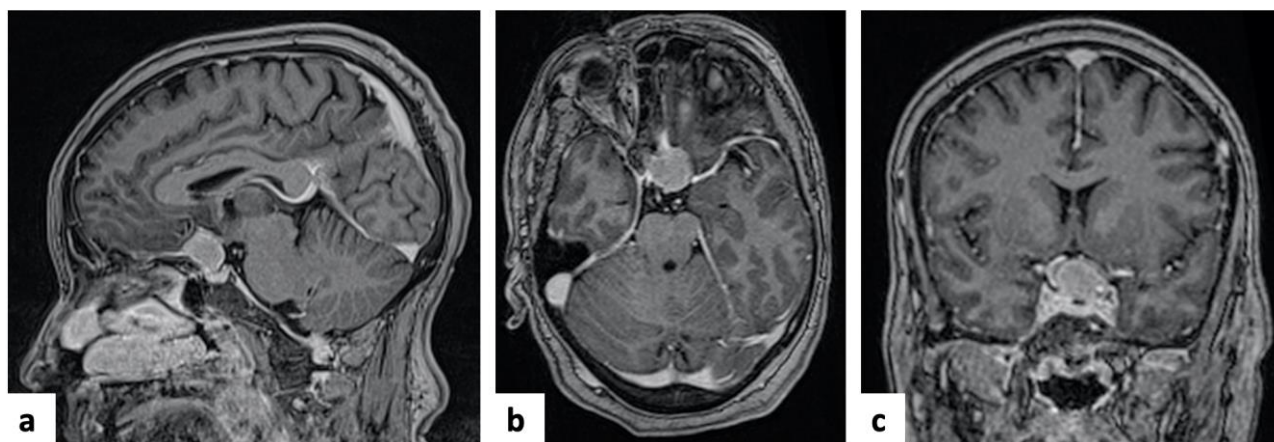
Patient N°9 , IRM cérébrale avec injection de produit de contraste , en coupe sagittale (a) , coupe axiale (b) et coupe coronale (c), objectivant une lésion suprasellaire fortement rehaussée évoquant un méningiome suprasellaire.
